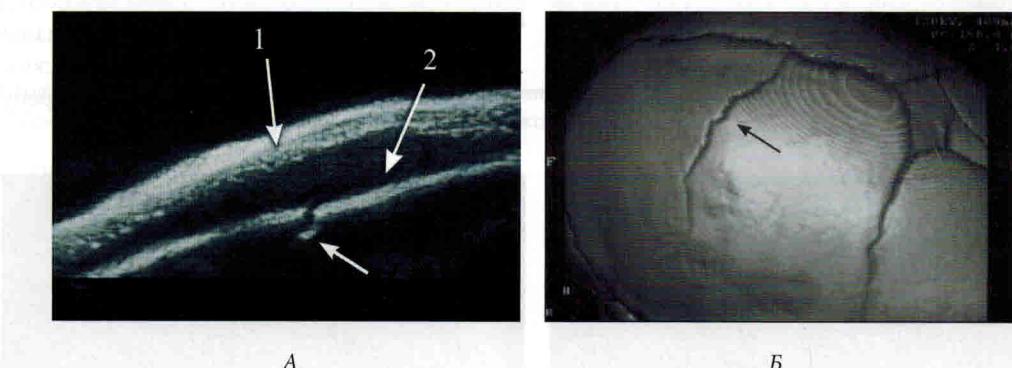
Линейный перелом теменной кости (указан стрелкой). А – УС изображение. Б – КТ изображение. 1 – кожа, 2 – по-дапоневротическая гематома.
